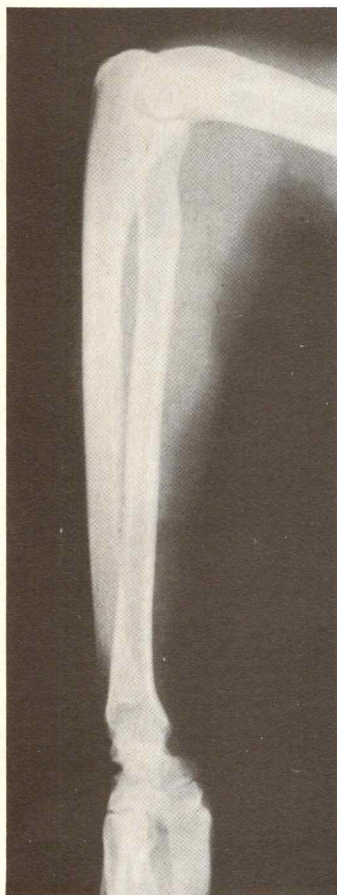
bis. Radiografía de perfil del antebrazo.
